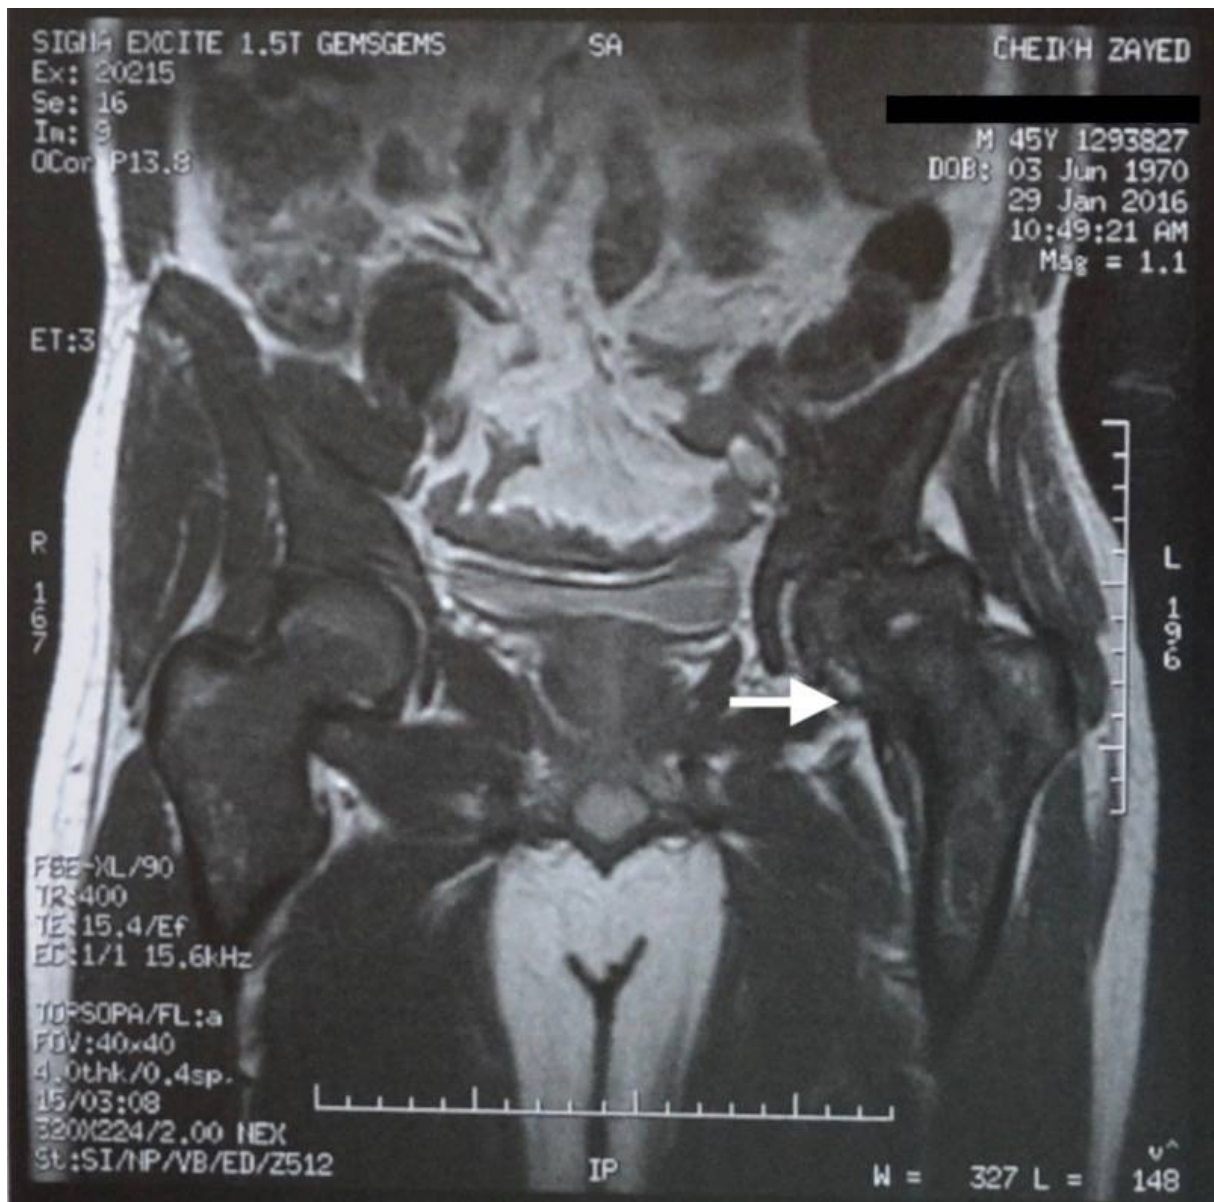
IRM du bassin en coupe coronale objectivant une nécrose aseptique de la tête fémorale gauche.
